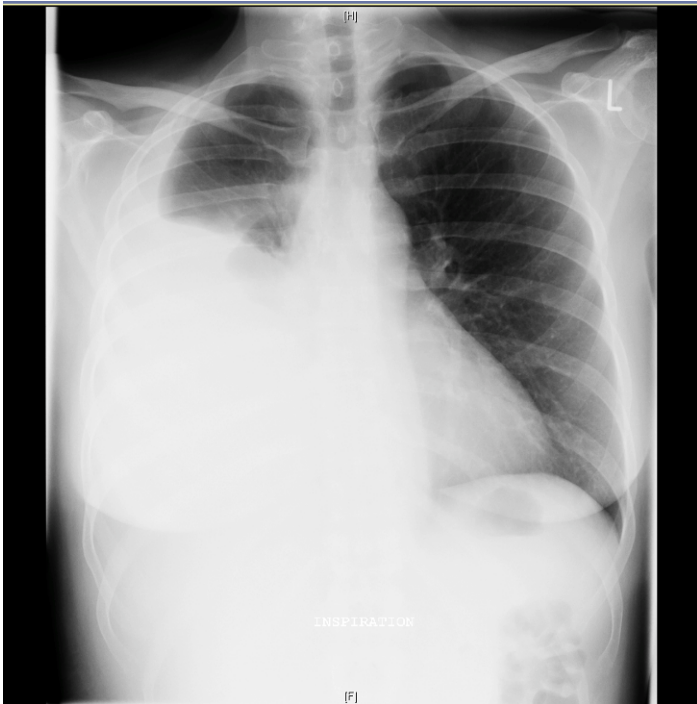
Maligner Pleuraerguss rechts bei einer Patientin unseres Kollektivs in der Röntgen-Thorax-Aufnahme
